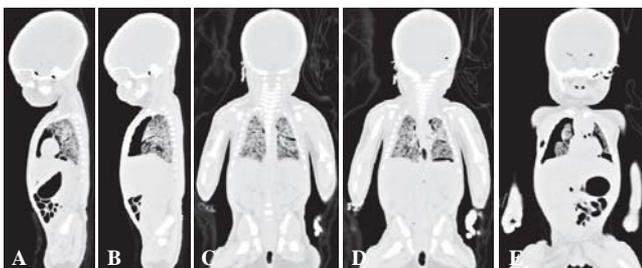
(A-E). Imágenes de TC con reconstrucción multiplanar sagital y coronal postmortem corroboran la presencia de aire en ambos hemitórax, con predominio del lado derecho, con el parénquima pulmonar que muestra una consolidación difusa con un patrón de aireación nulo. Se identifican cavidades diminutas hacia ambas bases pulmonares. Hay además gas intracardiaco así como en el mediastino e intracraneano.
